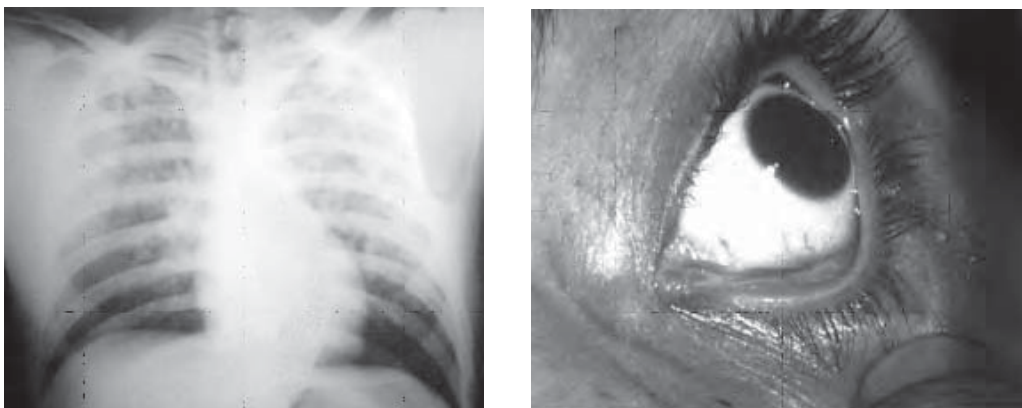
/2. Radiografía de tórax y petequias en conjuntiva palpebral en paciente con embolismo graso.
